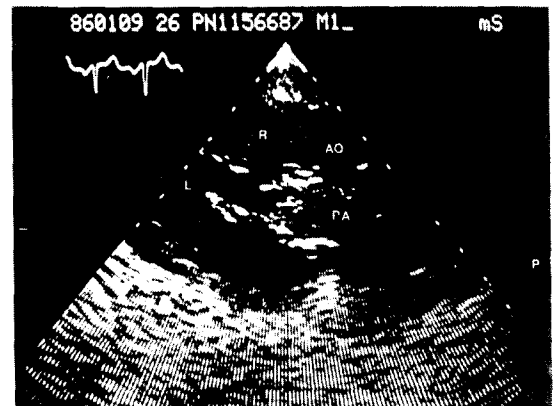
Preoperative echocardiogram (PSLAV)
